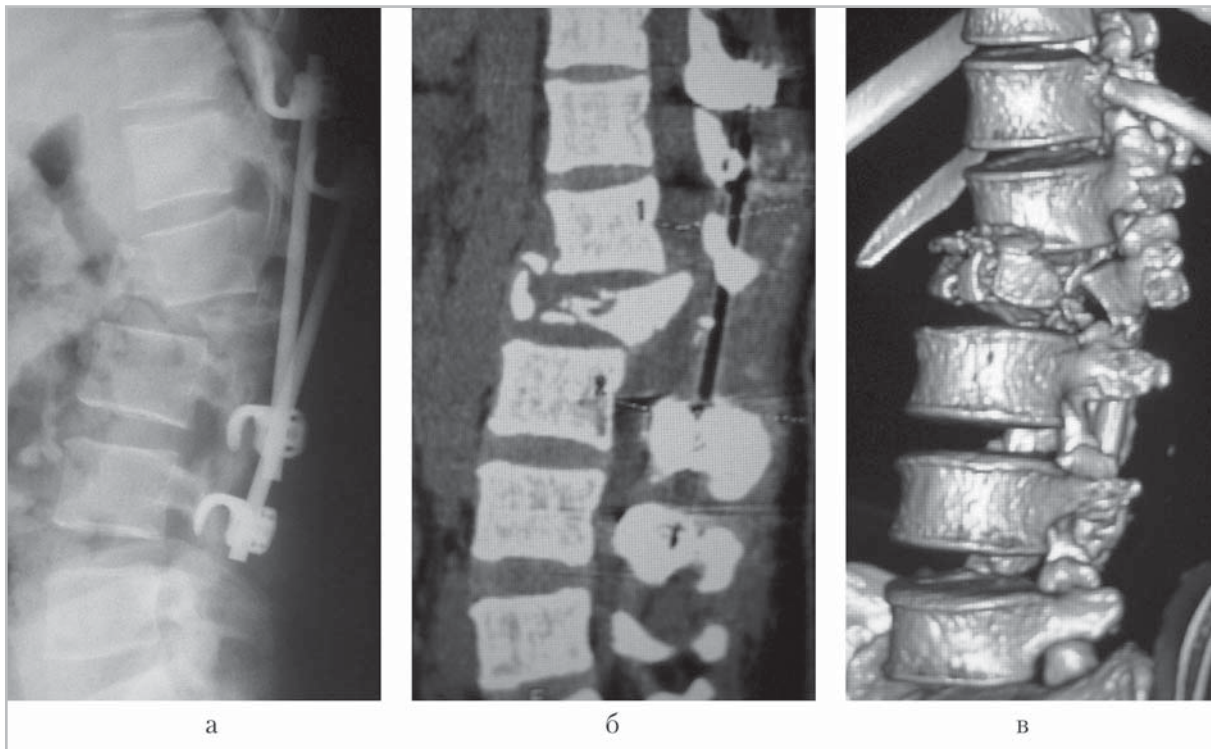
Результаты лучевых исследований пострадавшей Б. с взрывным переломом L₁₂ позвонка через 2 мес после операции. Вывих одного из верхних крюков системы с субламинарной фиксацией, осложненный ретроспондилолистезом L₁, стенозом позвоночного канала и формированием выраженной кифотической деформации позвоночного столба: а – рентгенограмма в боковой проекции; б – МР-реконструкция данных КТ в сагиттальной плоскости; в – SSD-реконструкция данных КТ
